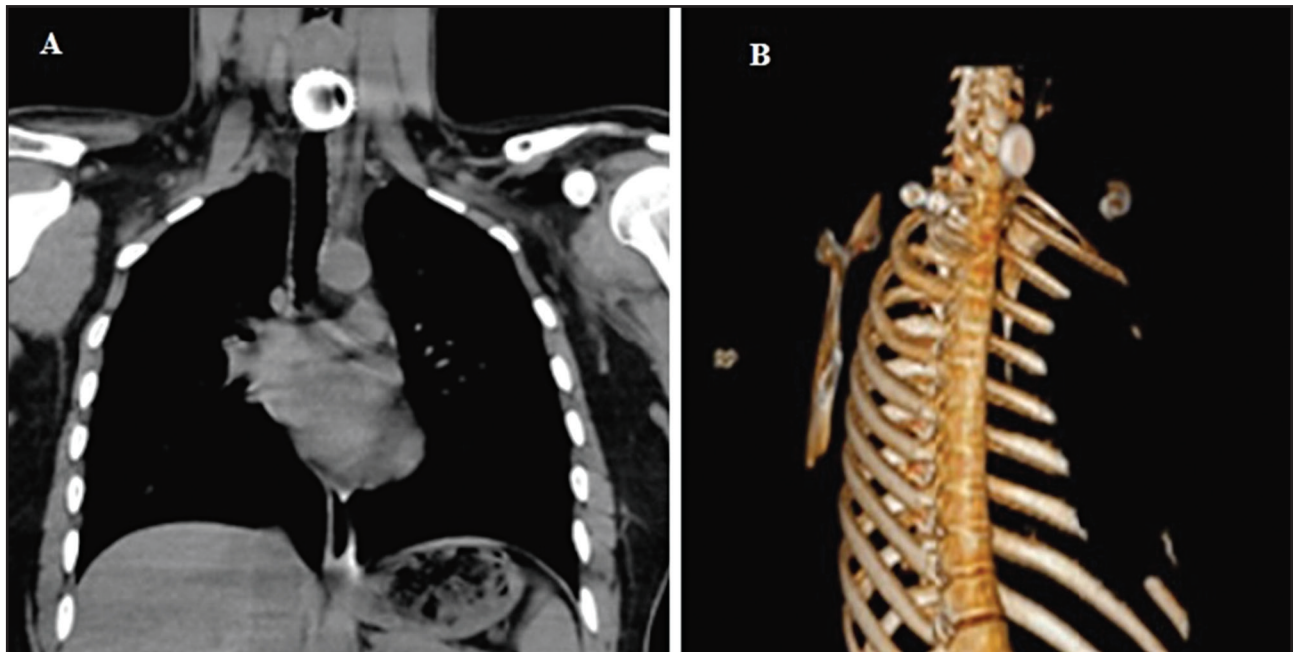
CT images showing foreign metallic body (metal bottle cap) in the upper esophagus (A. Coronal section of foreign body, B. 3D image).
